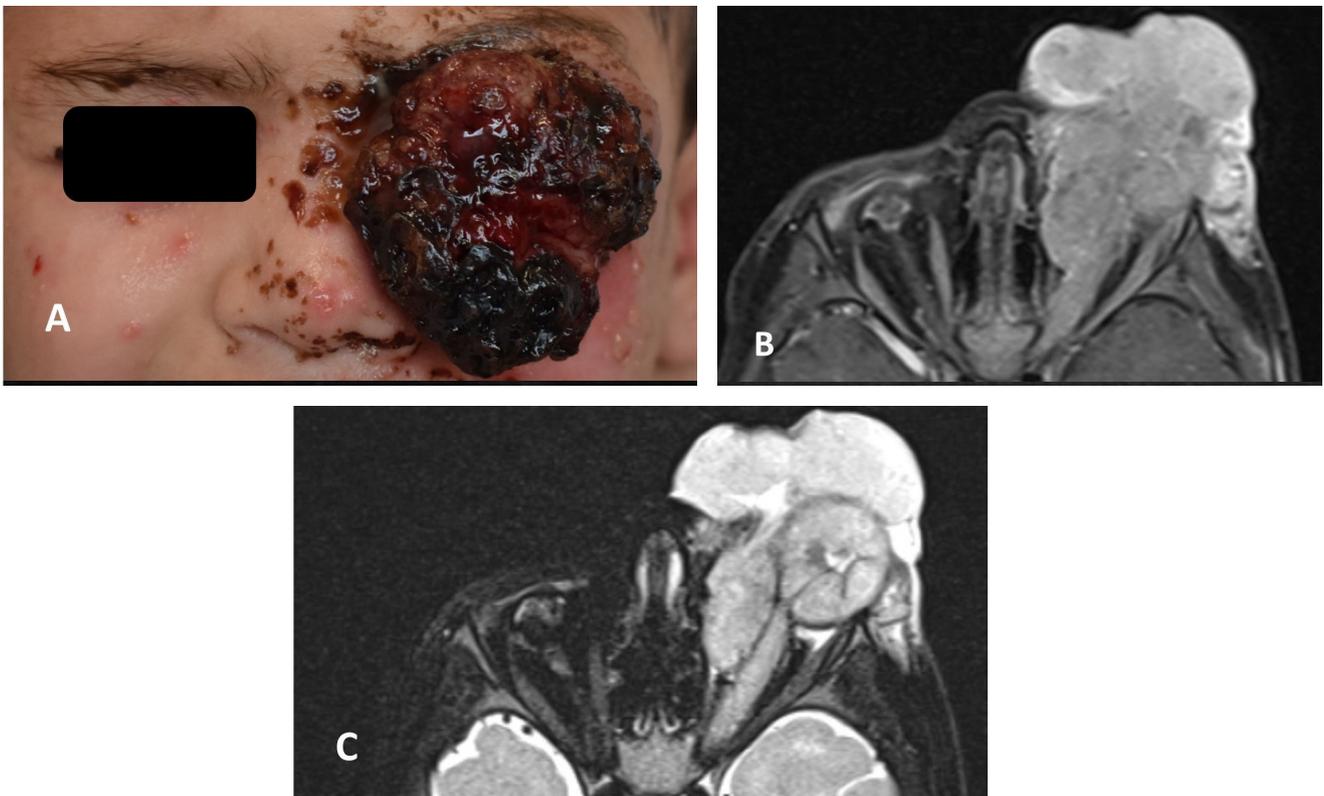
(A) Extensão orbitária de um retinoblastoma intraocular na apresentação clínica inicial, manifestando-se com proptose maciça do olho esquerdo. (B e C) Ressonância magnética de órbita em T1 e T2.
